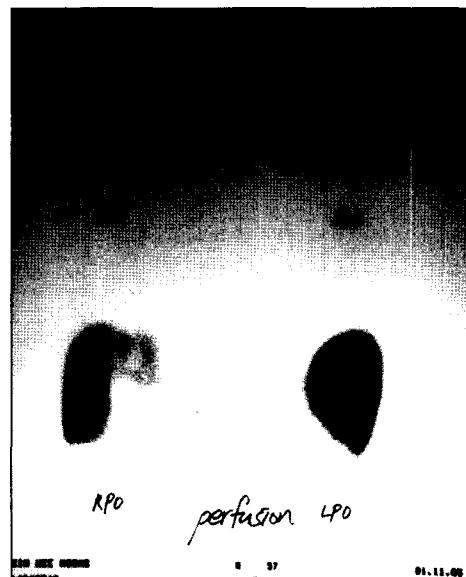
Preoperative Perfusion scan. 99m Tc MAA perfusion scintigraphy shows markedly decreased perfusion in RUL and lobar perfusion defects in RML and RLL.
